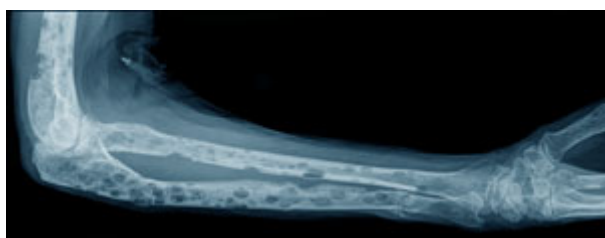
Ураження кісток при мієломі на рентгенограмі
